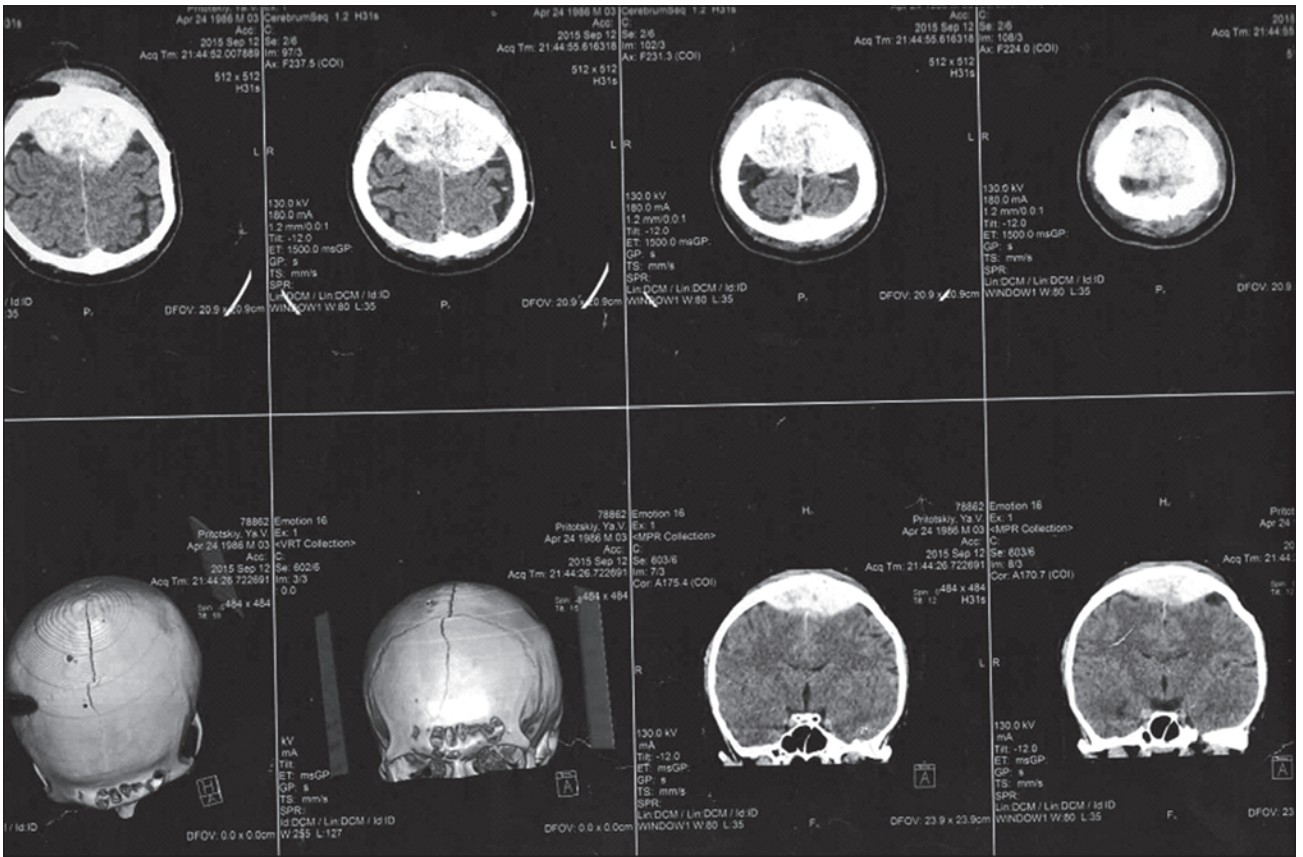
КТ головного мозку пацієнта Н. від 12.09.2015 р. (аксіальні, коронарні зрізи)
